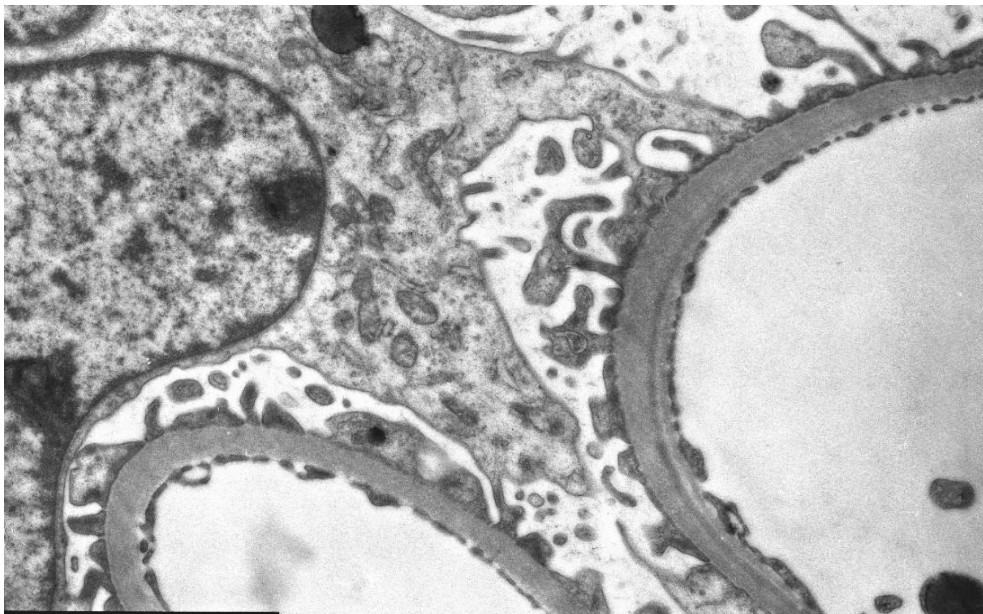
Фрагмент почечного клубочка после перфузии. В цитоплазме подоцита находятся: мелкие митохондрии с частично сохранными кристами, короткие профили гранулярной цитоплазматической сети, ув. 12000x
